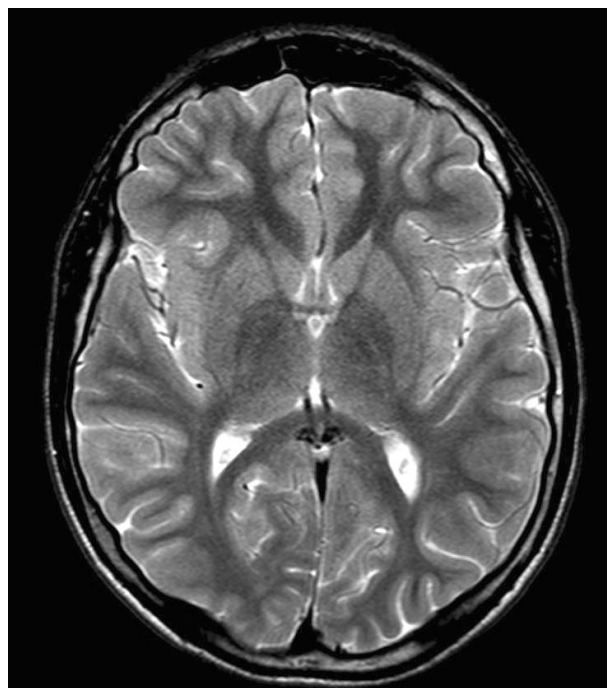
МРТ головы больного С. (18 лет). Т2 ВИ аксиальная плоскость. Локальное увеличение числа извилин переднего отдела правой лобной доли, правой затылочной доли
